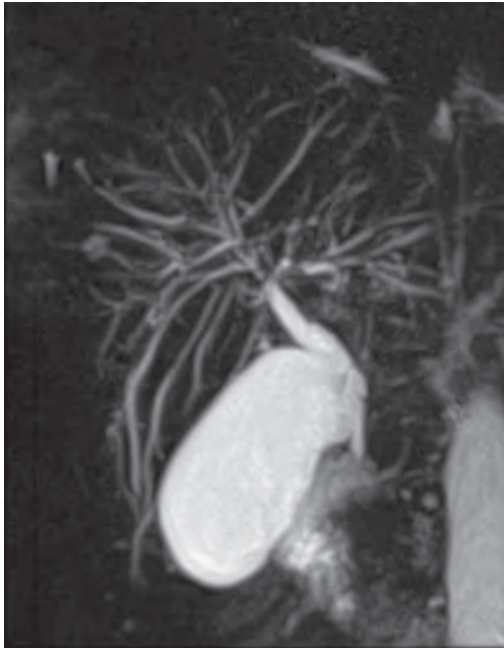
МРТ панкреатогепатобіліарної системи з контрастуванням (опис у тексті)
